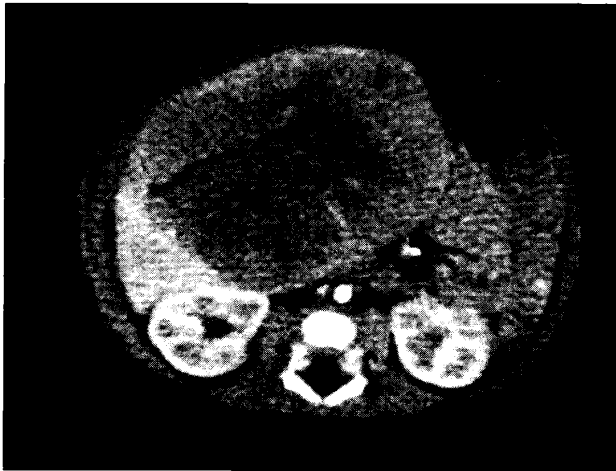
入院時腹部CT:肝左葉から右葉の内側にかけて、 8.4×6.0 cmの腫瘍陰影を認めた。腫瘍は造影により不均一に増強された。
